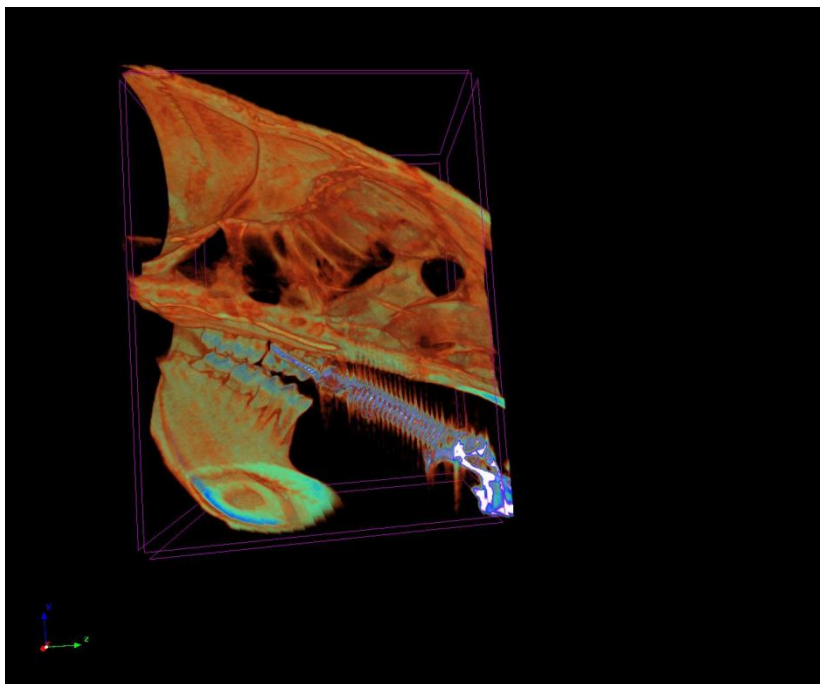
acquisition of image Micro CT
